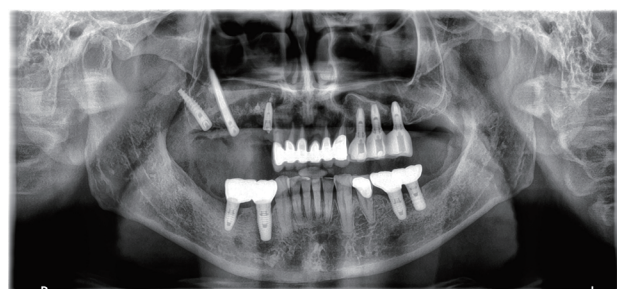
Postoperative CT Images.
